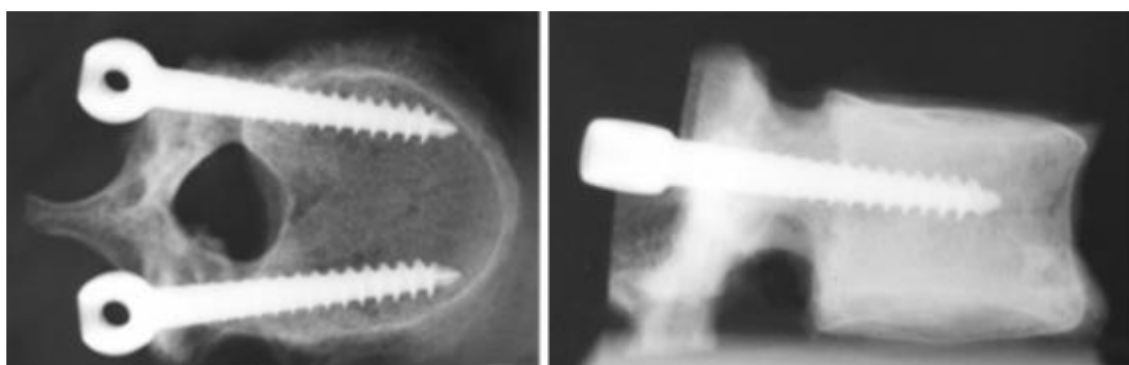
利用 X-ray 確認椎弓根螺釘正確植入
